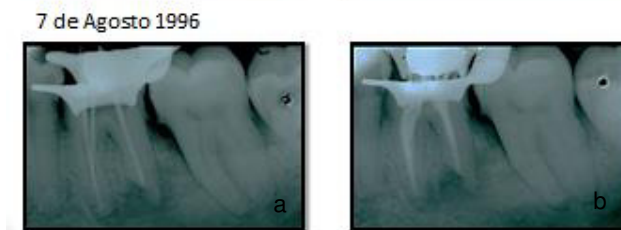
a Radiografía de prueba de conos, Distal 60, ML 30 y MV 35 -b Radiografía de condensación, se obtura con Técnica Lateral usando cemento ZOE.
